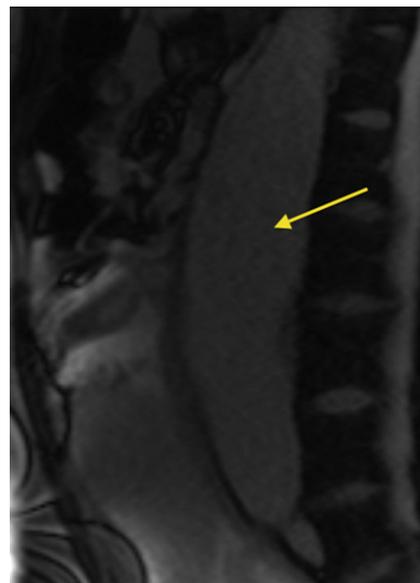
Resonancia magnética en plano sagital (secuencia de sangre blanca sin contraste), que muestra imagen del aneurisma de aorta abdominal (flecha).
